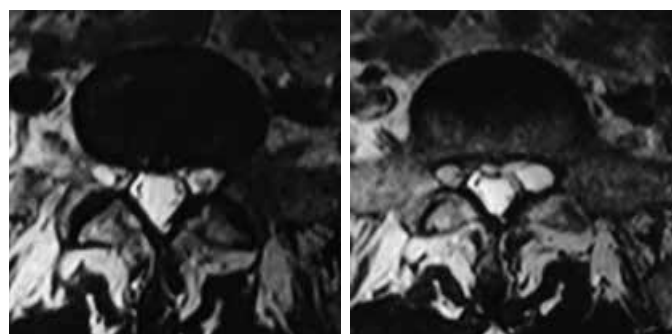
Ressonância magnética da coluna lombossacra, corte axial em T2 evidenciando regressão da compressão da raiz de S1 à direita
